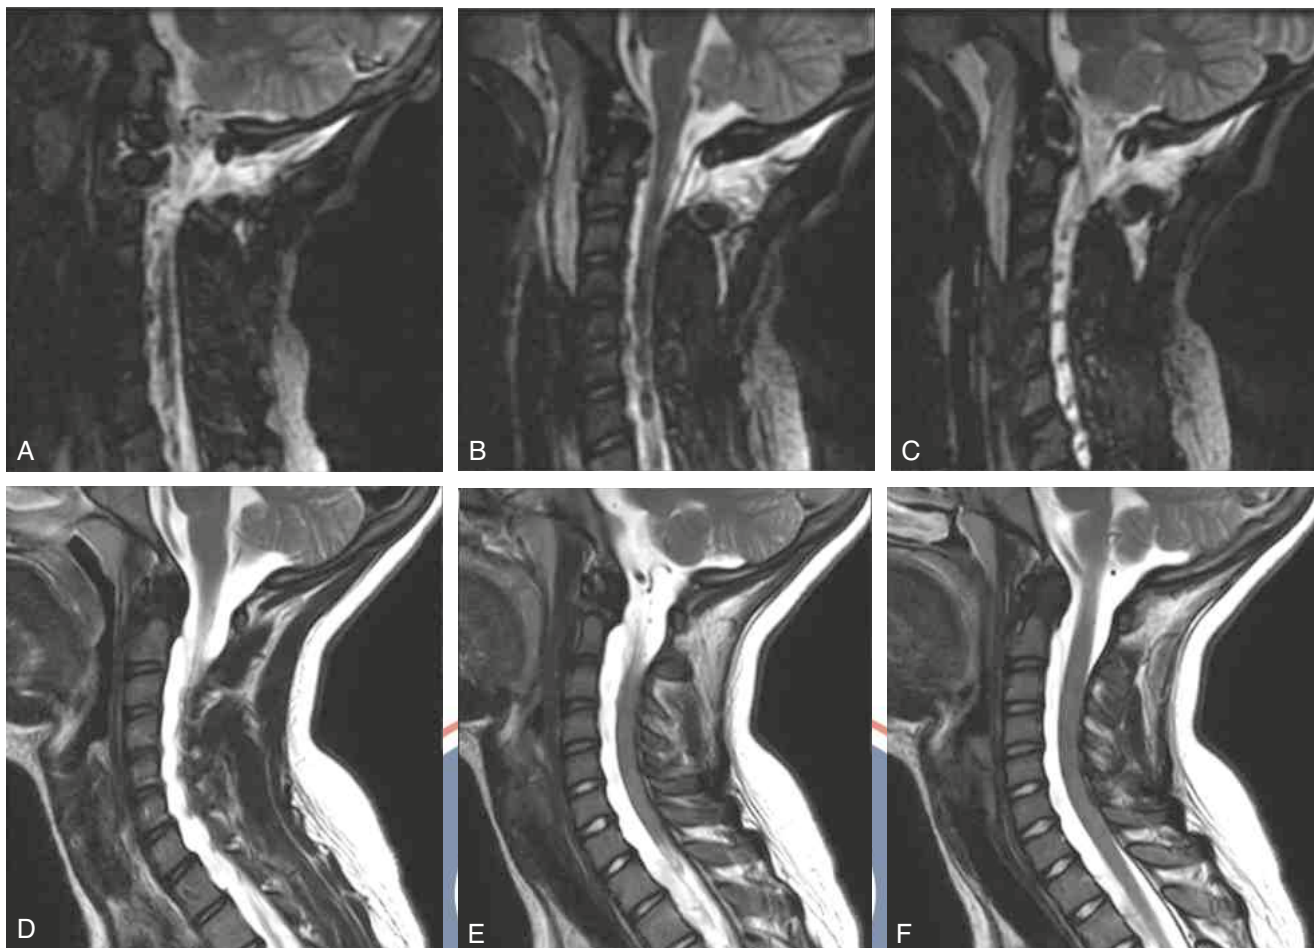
(A-C) Imagen por resonancia magnética de un paciente pediátrico con lesión ligamentosa occipitocervical que fue sometido a inmovilización halovesical durante 3 meses. (D-F) Imágenes por resonancia magnética obtenidas en la visita de los 8 meses que demuestran la curación completa de la disrupción atlantoaxial posterior previa, incluido el ligamento interespinoso C1-C2 y el ligamento nual desde el occipucio hasta C4. (Reproducido con permiso del Cedars-Sinai Medical Center, Los Ángeles, California).
